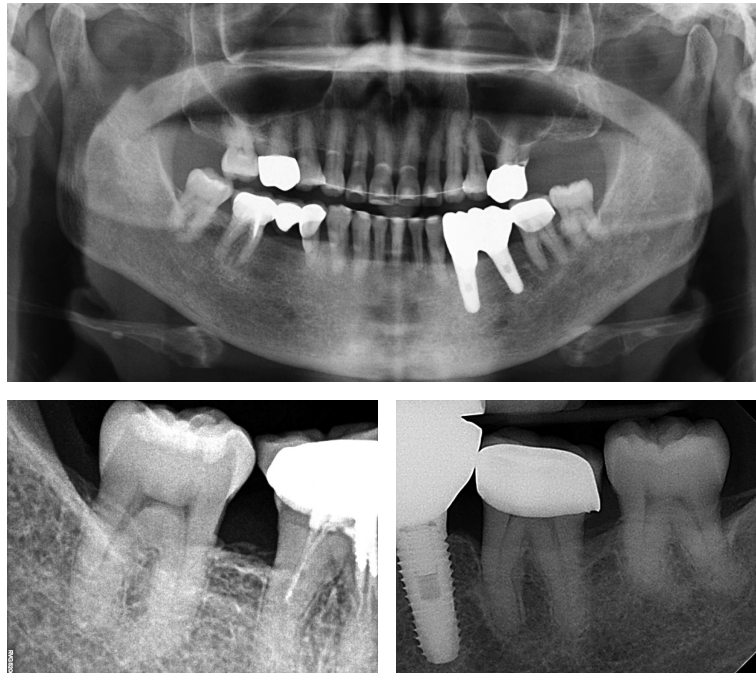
8-year retention radiographs.
